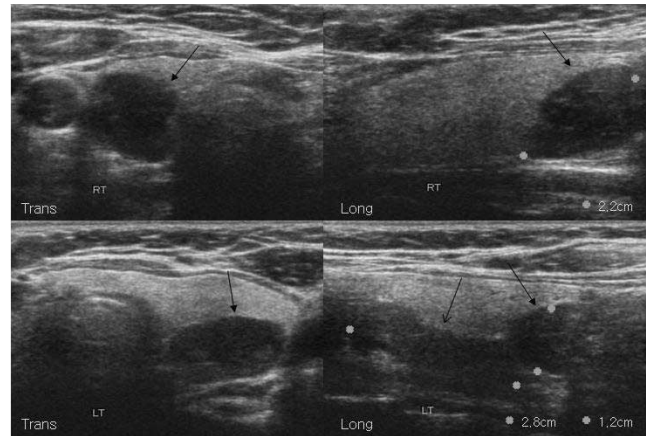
Enlargement of right lower (2.2 cm), left upper (2.8 cm) and left lower (1.2 cm) parathyroid glands (black arrows) is detected on ultrasonography.
